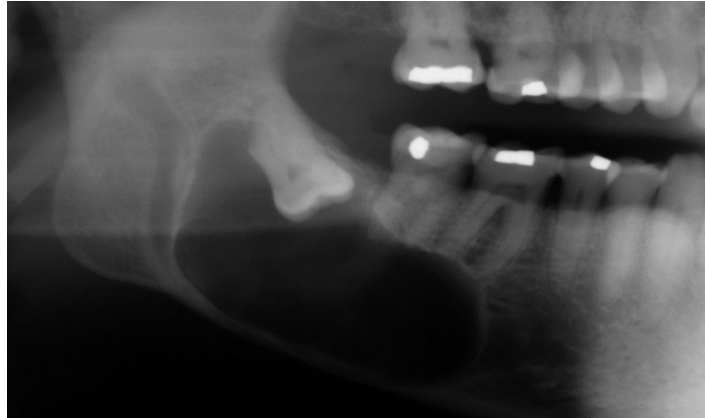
Quisto dentígero – recorte de ortopantomografia com a presença de uma lesão radiotransparente com limites bem definidos envolvendo o terceiro molar do 4º Quadrante não erupcionado, adaptado de Bilodeau & Collins, 2017.
